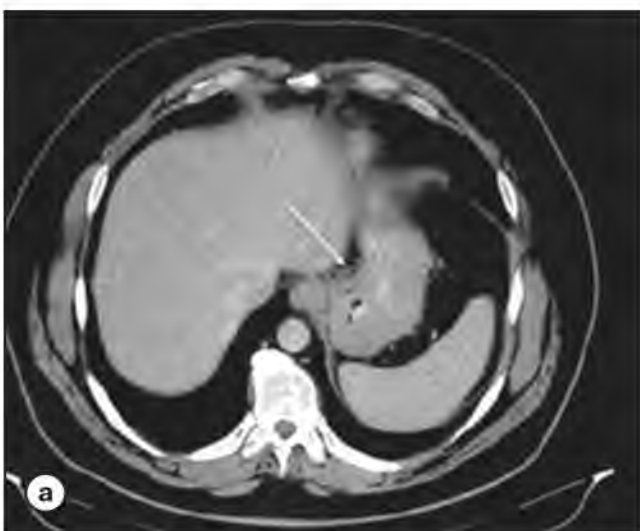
Компьютерная томография до начала лечения.
